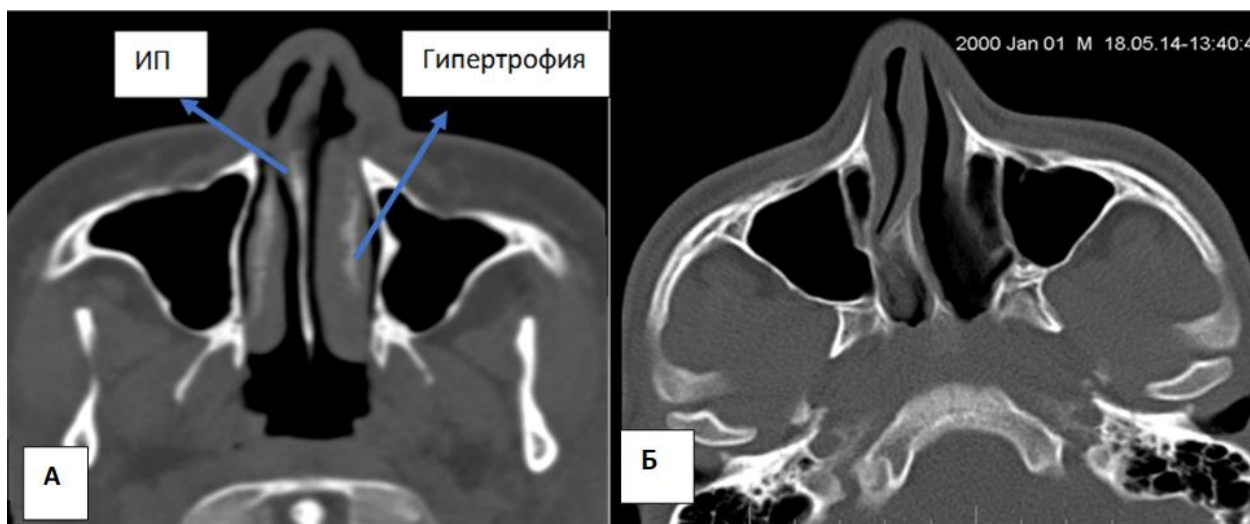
На 42-м аксиальном срезе КТ в передних отделах визуализируются нижние носовые раковины, отделённые от широкой костной перегородки носа. а,б - отмечается гипертрофия нижней носовой раковины слева; перегородка носа отклонена вправо, что приводит к сужению носового хода
